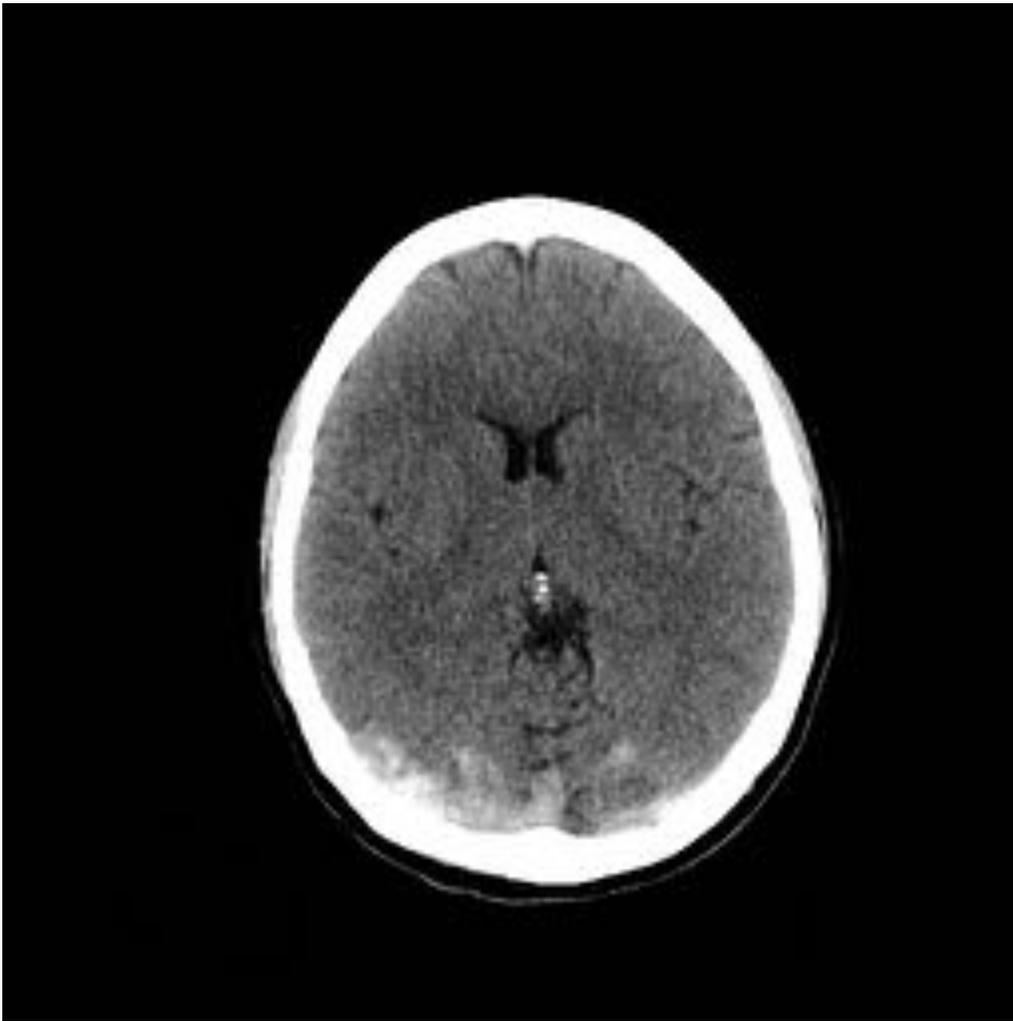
Mujer de 30 años que acude al Servicio de Urgencias por cefalea invalidante de tres días de evolución que no mejora a pesar de analgesia. A la exploración, diplopía binocular. TC craneal sin introducción de CIV. Se objetiva una extensa hiperdensidad afectando a seno venoso longitudinal, compatible con trombosis del seno venoso.
